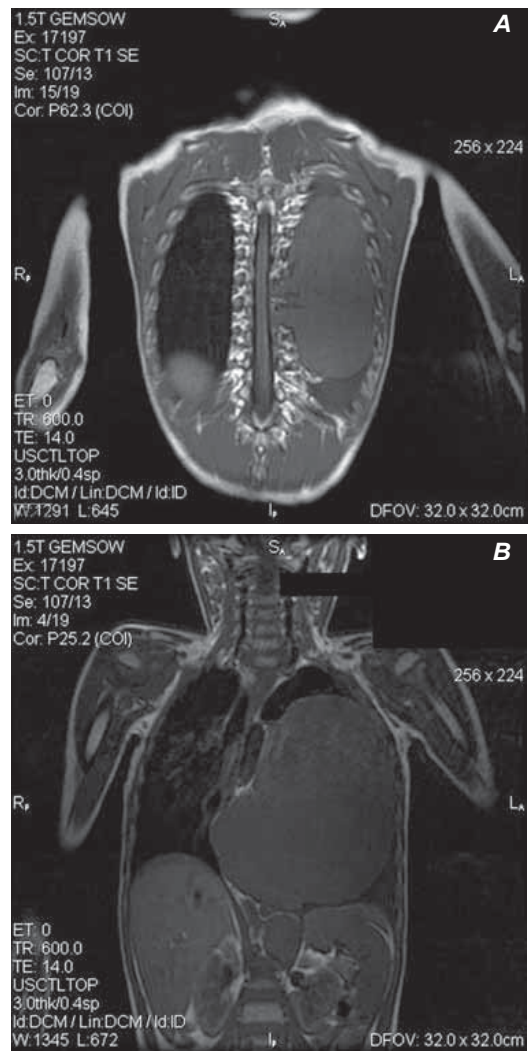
(A și B). Rezonanță magnetică nucleară toracică
